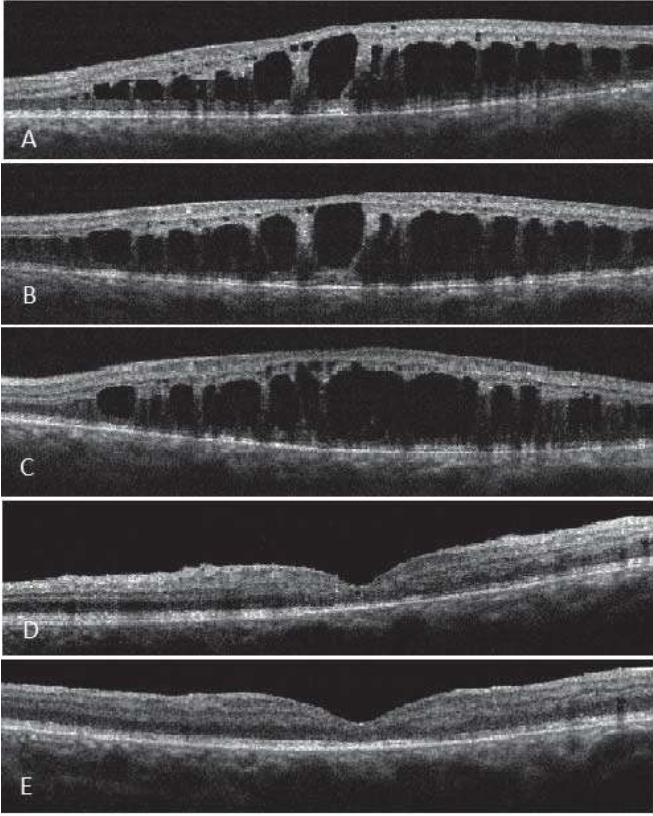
Olgu 2. (A) Sağ göz vitre içine deksametazon implantasyonu öncesi, (B) 1 hafta ve (C) 1 ay sonraki optik koherens tomografisi bulguları.
